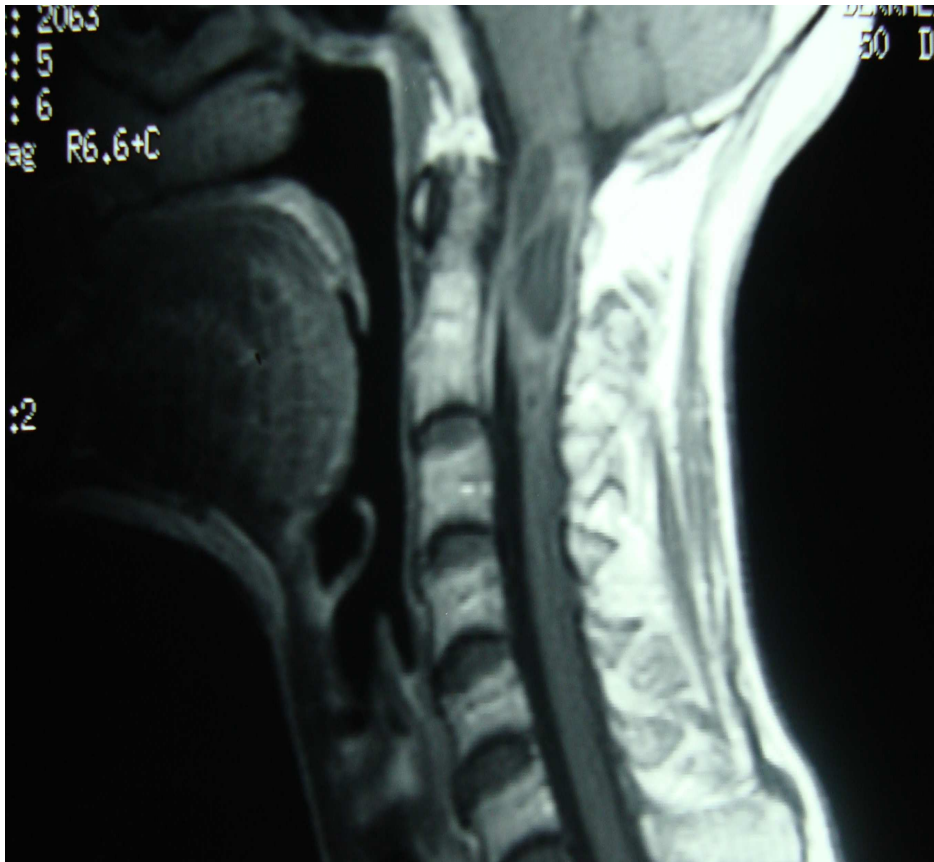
IRM cervicale en coupe sagittale T1 avec injection de Gadolinium :
